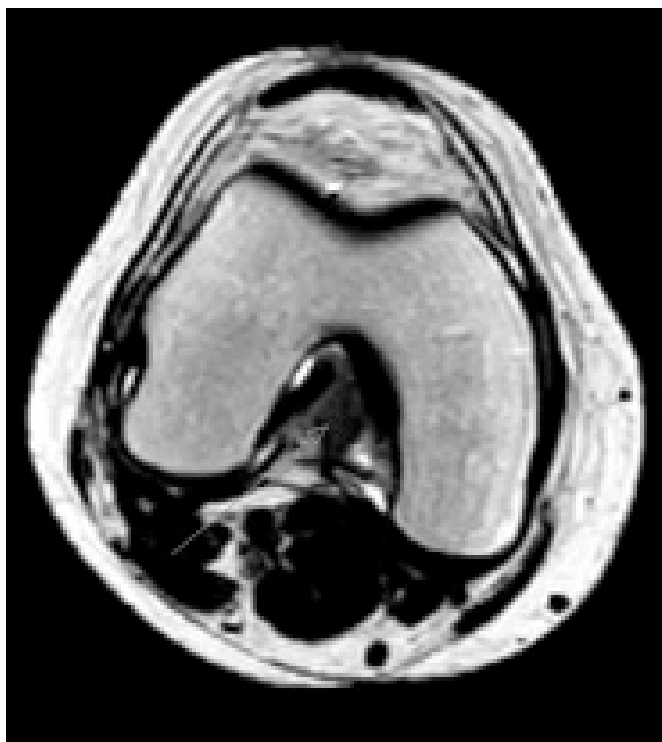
RMN do joelho: Esquerda- Sequência axial T2 gradiente eco com focus de queda de sinal por suscetibilidade magnética. Direita- Sequência sagital T1.
